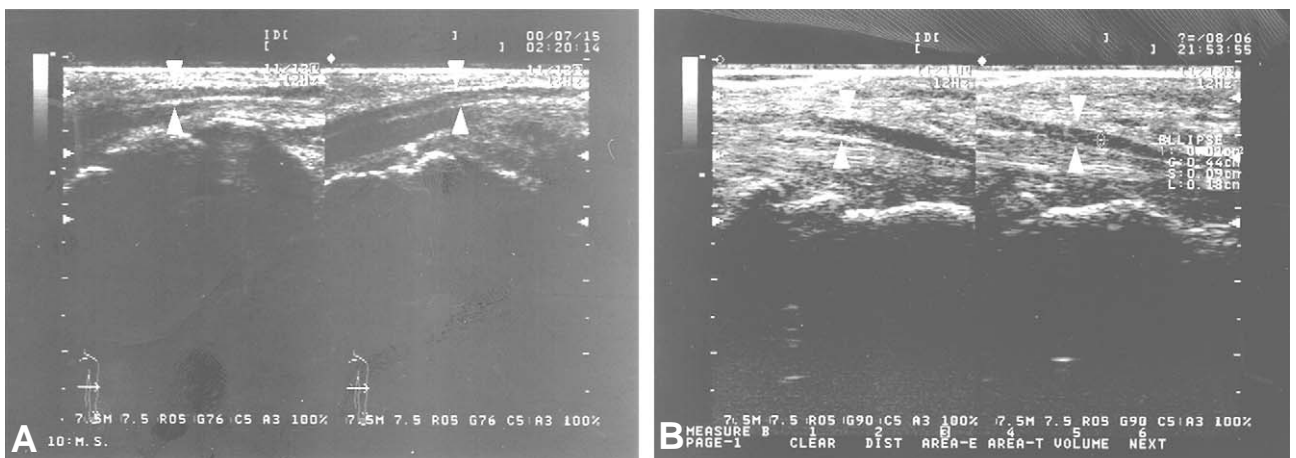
Sonography of carpal tunnel, sagittal view. (A) Normal median nerve (arrowheads) is seen at the carpal tunnel. The distance between arrowheads : anteroposterior diameter. (B) Swelling of the median nerve (arrowheads) is seen at the carpal tunnel. The distance between arrowheads : anteroposterior diameter
